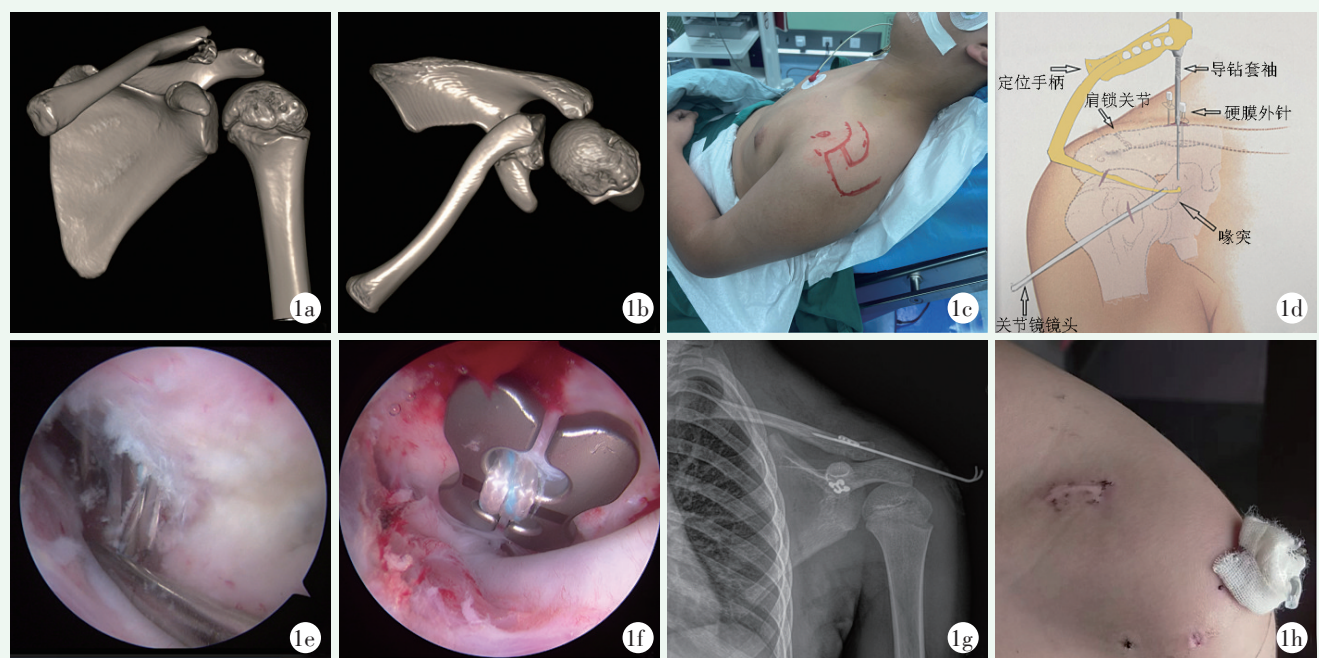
患者男性，12 岁。1a: 术前三维 CT 显示左侧 Neer II 型左锁骨远端骨折；1b: 术前三维 CT 提示骨折端向后方移位；1c: 采用沙滩椅体位，肩部垫高；1d: E 入路为观察通道，定位手柄经 D 入路插入，硬膜外针标记锁骨前后边缘，袖套导针经锁骨、喙突穿至喙突下表面；1e: 关节镜下显示钻取锁骨至喙突下中点的骨隧道；1f: 关节镜下显示喙突侧引入四叶草型钛板并紧贴喙突固定；1g: 术后复查 X 线片示 Tightrope 联合克氏针微创治疗 Neer II 型锁骨远端骨折；1h: 术后外观显示微创 3 个小切口及外侧克氏针。
